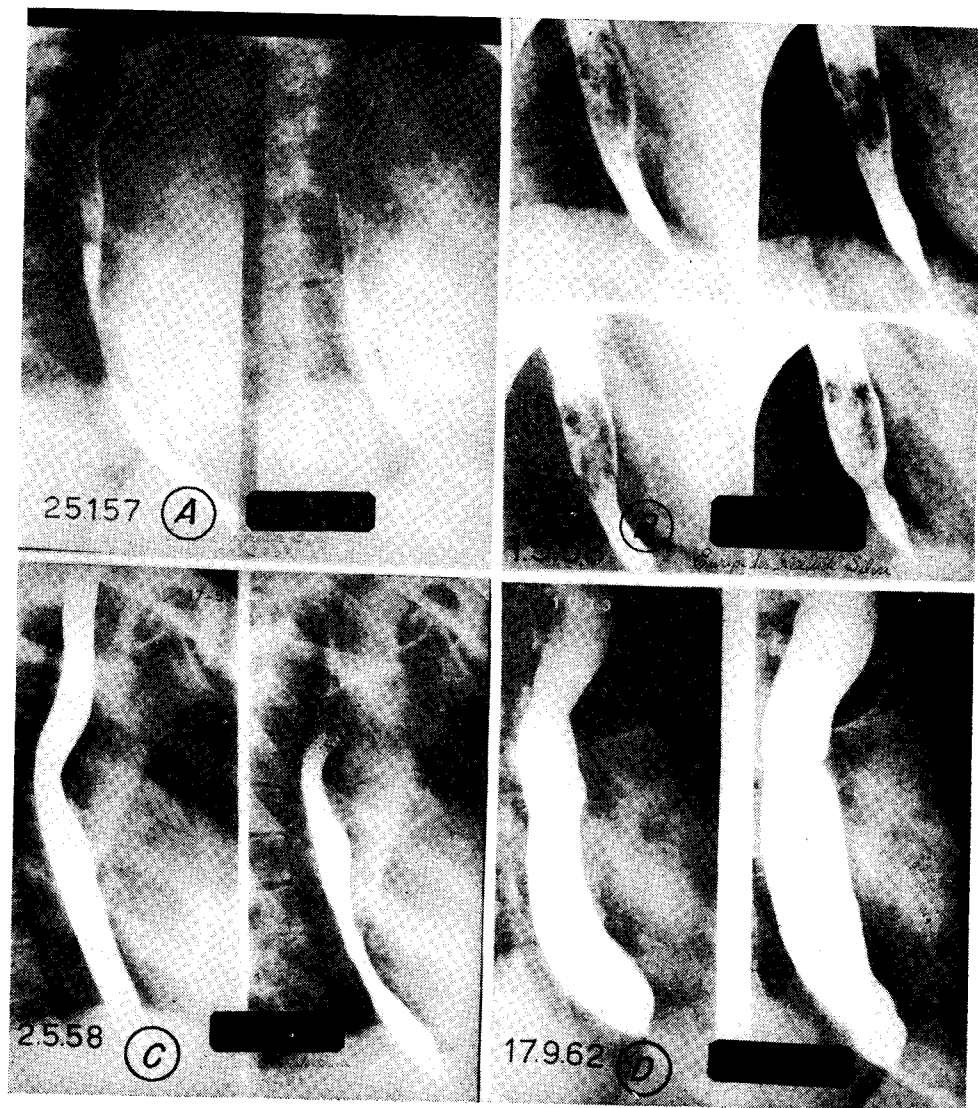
A: esôfago morfológica e dinamicamente normal no período inicial da doença. B: obstrução incompleta do esôfago distal por bôlo alimentar. C: radiografia obtida após deslocamento do bôlo alimentar para o estômago; ausência de peristaltismo e prova de retenção positiva (aperistalsis grau I). D: nota-se aumento de calibre do órgão (aperistalsis grau II).
